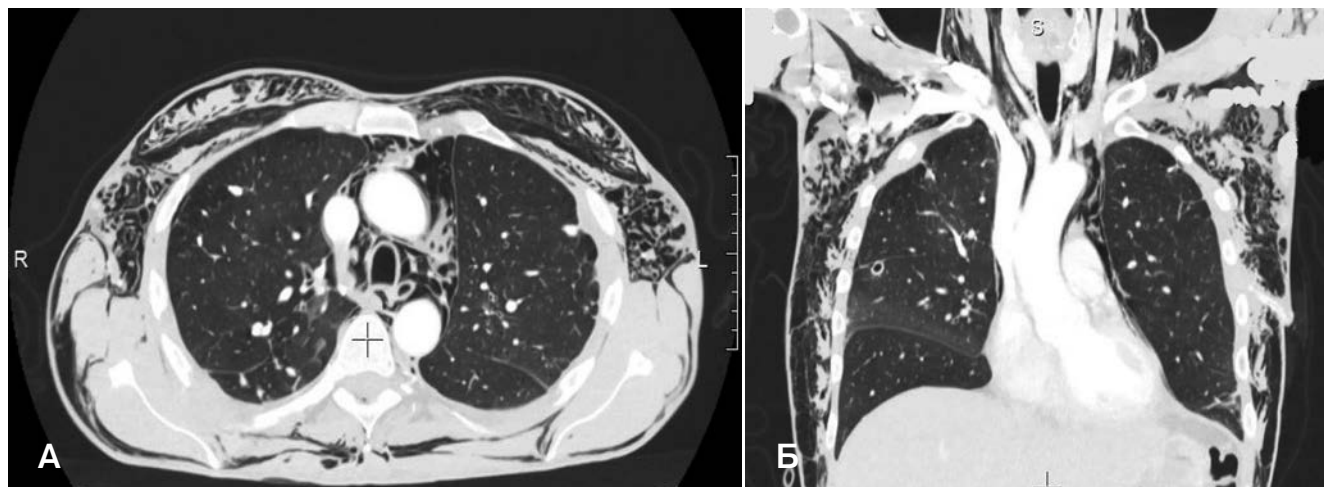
Компьютерная томограмма пациента Г., 50 лет (А – аксиальный срез, Б – фронтальный срез): массивная эмфизема средостения, мягких тканей шеи и грудной стенки после огнестрельного осколочного слепого проникающего ранения груди с повреждением правого легкого и с развитием правостороннего гемопневмоторакса
